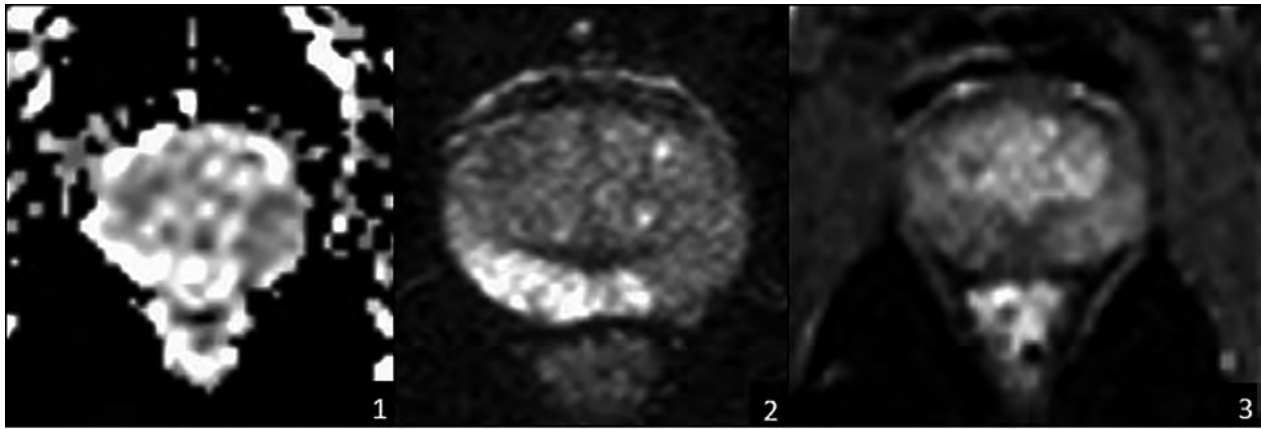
Secuencias de resonancia nuclear magnética multiparamétrica (RNMmp) que evidencian un área sospechosa en lóbulo izquierdo prostático. Difusión (1), T2 periférico (2) y contraste (3).
